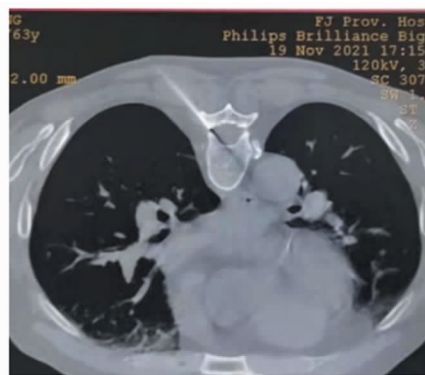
右侧胸神经 DRG 穿刺成功后的 CT 影像
